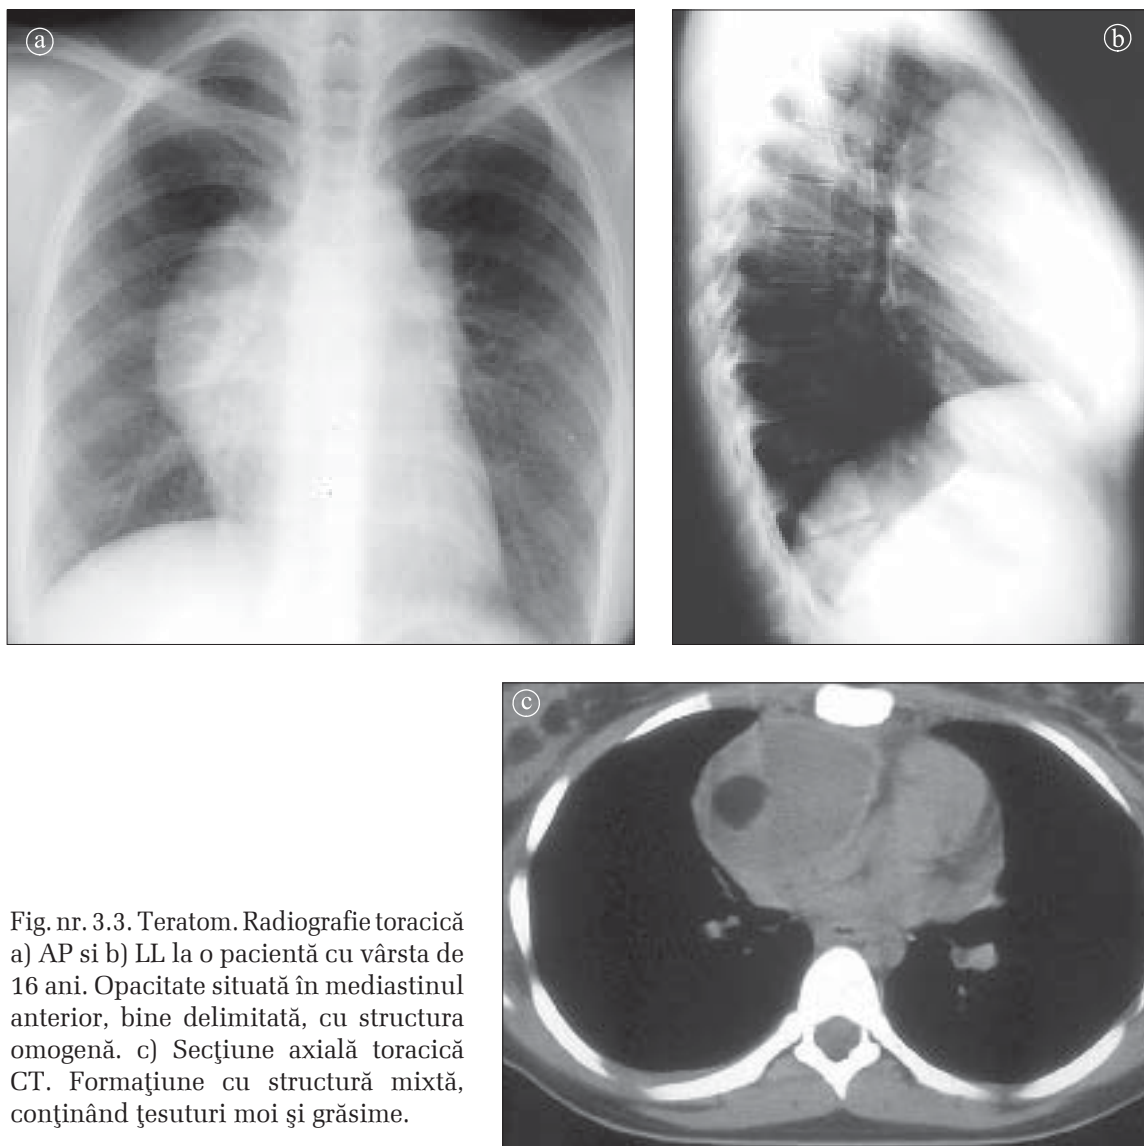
Teratom. Radiografie toracică a) AP și b) LL la o pacientă cu vârstă de 16 ani. Opacitate situată în mediastinul anterior, bine delimitată, cu structura omogenă. c) Secțiune axială toracică CT. Formațiune cu structură mixtă, conținând țesuturi moi și grăsime.
